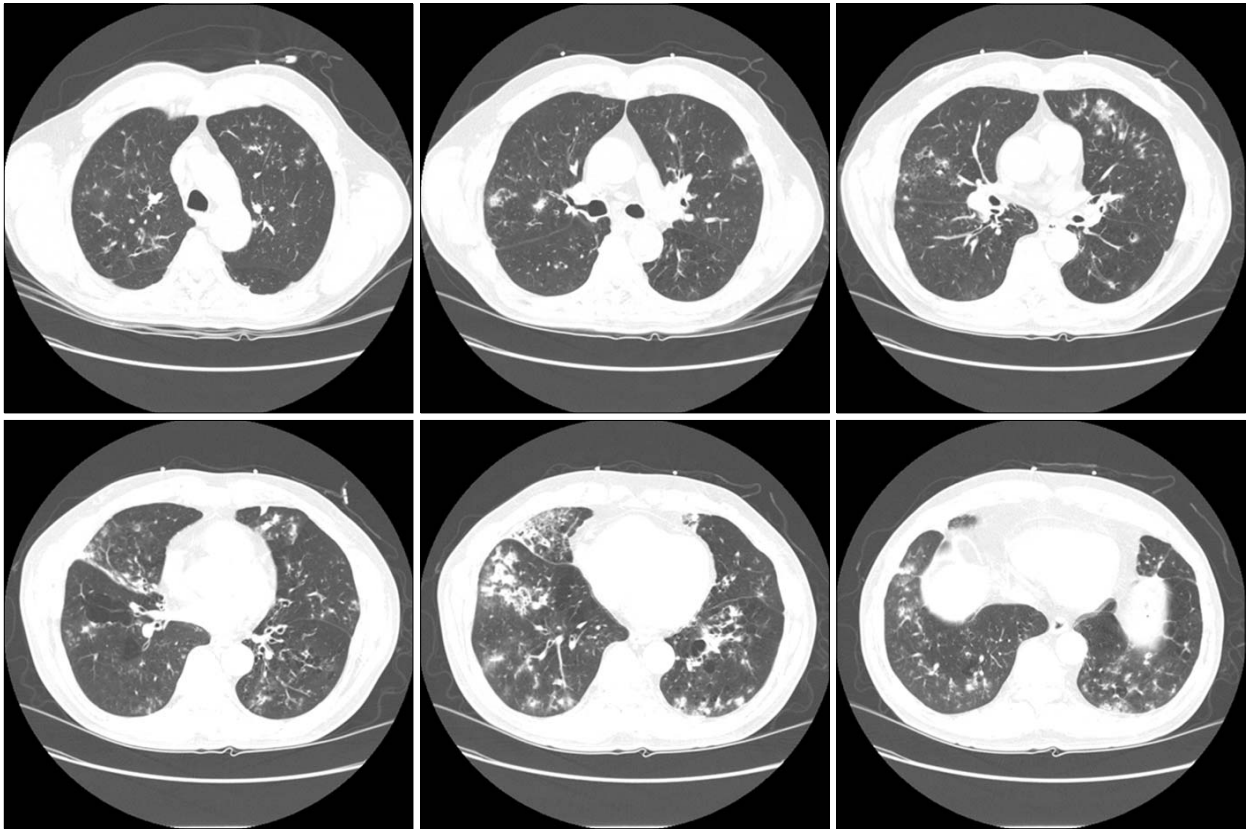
Chest X-ray shows multiple nodular opacities at both lung filed during treatment. High resolution computer tomography performed on 5th hospital day also shows multiple small nodule in both lung.
